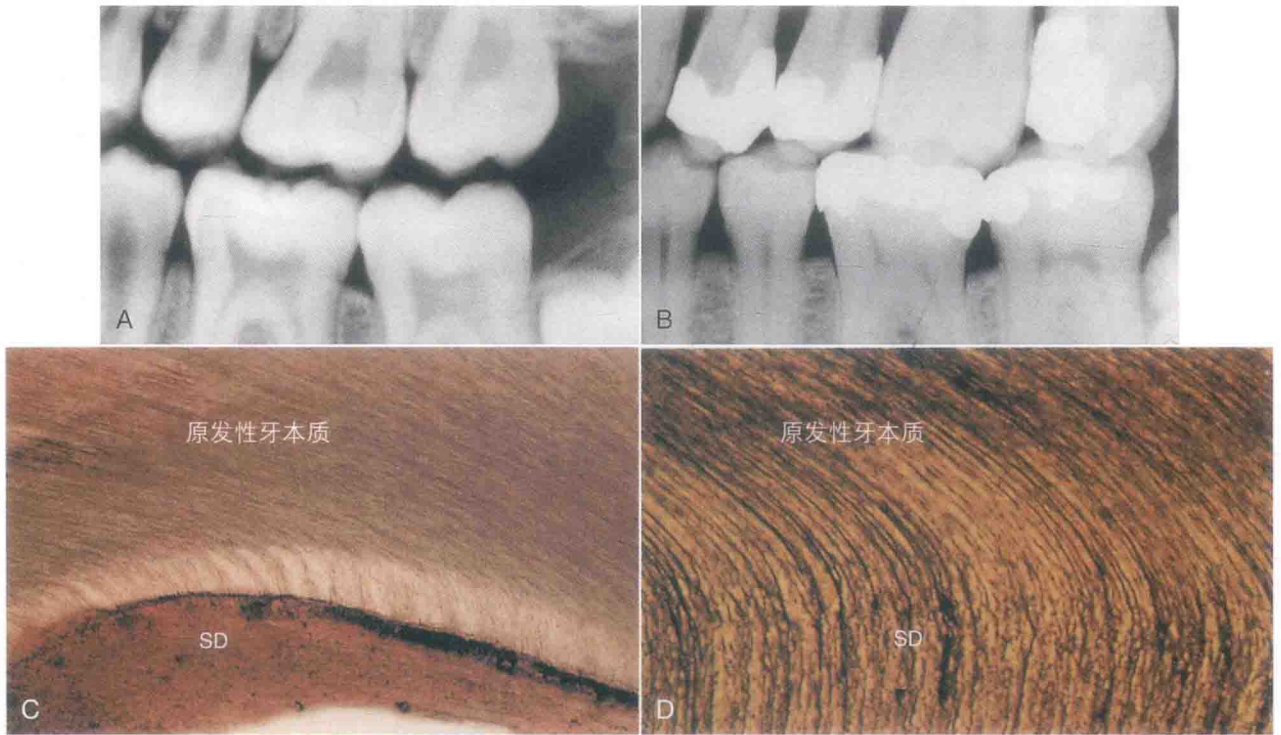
A和B. 随着时间推移, X线片上显示髓室形状的变化。后者咬合片是在15年后拍摄的。根管系统的形状已经改变, 这是继发性牙本质的形成和片子所示的深的修复体导致的第三期牙本质形成的结果。C. 继发性牙本质 (SD), 低倍镜下。D. 继发性牙本质 (SD), 高倍镜下。
